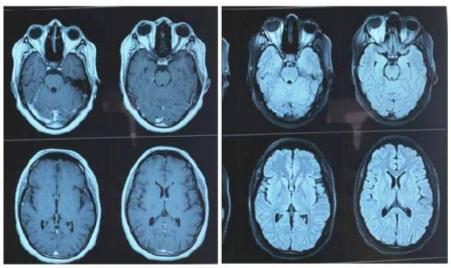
RMN en T1 con gadolinio y FLAIR sin lesiones parenquimales.
